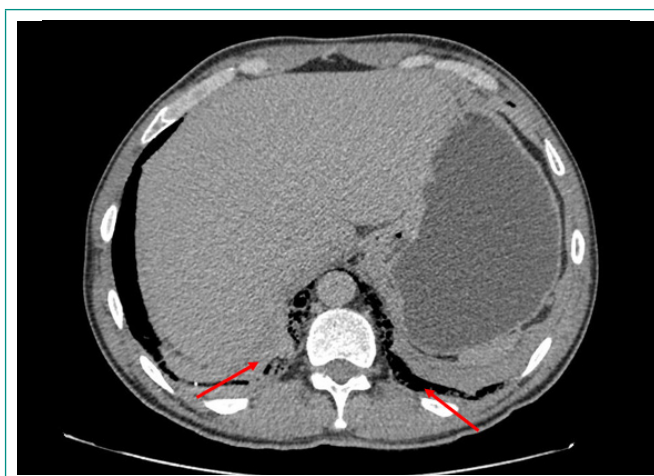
Tomografía computarizada abdominal que muestra extensión de enfisema al retroperitoneo.
